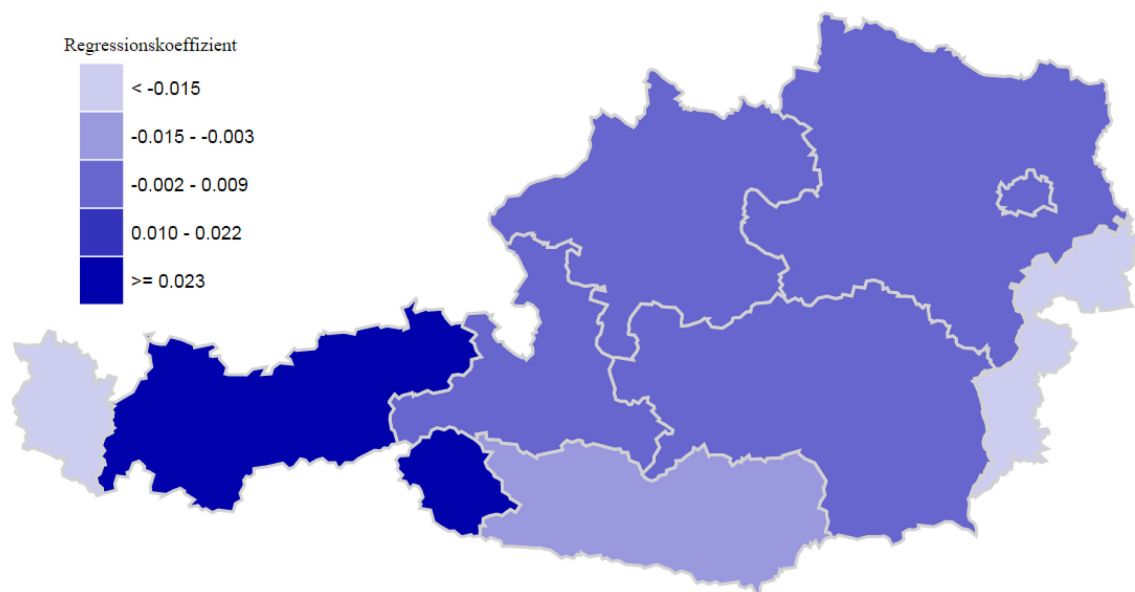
Relation der MRT untere Extremität zu TEK
